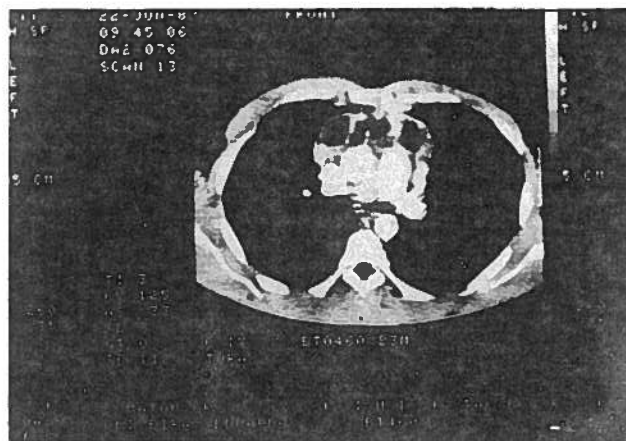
TAC torácica à entrada: Doença linfoproliferativa com envolvimento ganglionar predominantemente mediastínico anterior.
